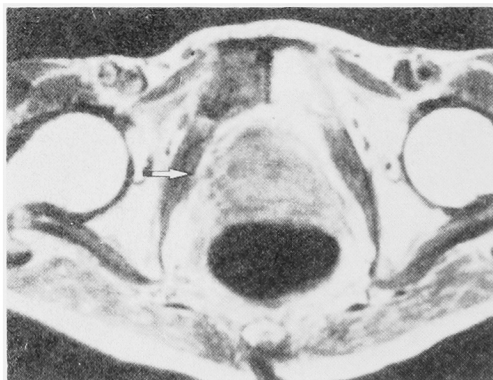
T1-weighted image of prostatic cancer. Right periprostatic plexus is visualized (arrow), but leftside is not visualized. Left capsular invasion of cancer seems to exist.
